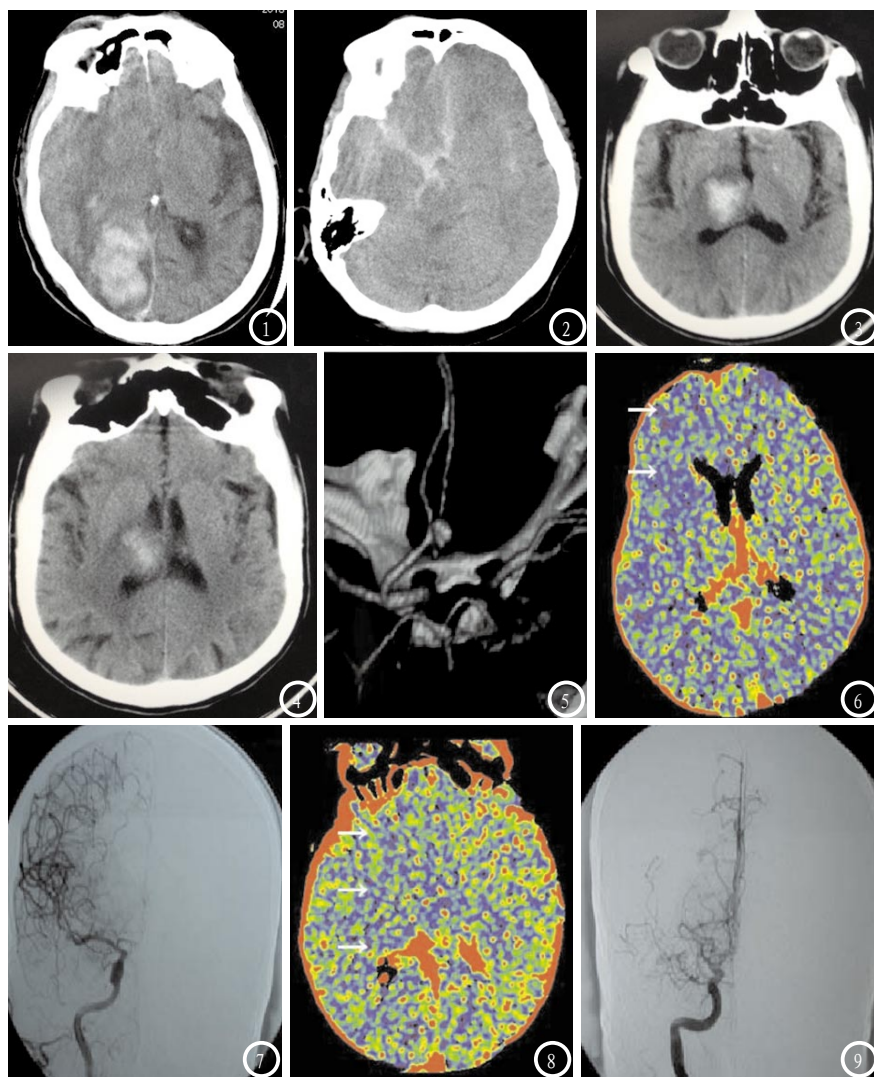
右枕叶脑出血破入脑室并蛛网膜下腔出血, CT平扫右侧枕叶及顶叶见大片状不规则形高密度病灶并破入右侧脑室, 明显受压, 中线结构向对侧移位。图2 蛛网膜下腔出血并右侧额叶出血, 头颅CT平扫示右侧额叶可见大片状不规则高密度影, 边缘清楚, 右侧脑室轻度受压, 周围见低密度影, 部分脑沟及脑沟被高密度影充填, 中线结构居中。图3-4 右侧丘脑出血, 头颅CT平扫示右丘脑可见大片状高密度影, 边缘清楚, 周围可见低密度影, 右侧侧脑室明显受压, 中线结构居中。图5-7 大脑前动脉血管痉挛。图5: CTA检出前交通动脉瘤; 图6: CTP显示右侧额叶低灌注, CBF降低; 图7: DSA证实大脑前动脉严重血管痉挛。图8-9 大脑中动脉血管痉挛。图8: CTP, 右额叶、基底节区低灌注, CBF下降; 图9: DSA证实大脑中动脉严重血管痉挛。
